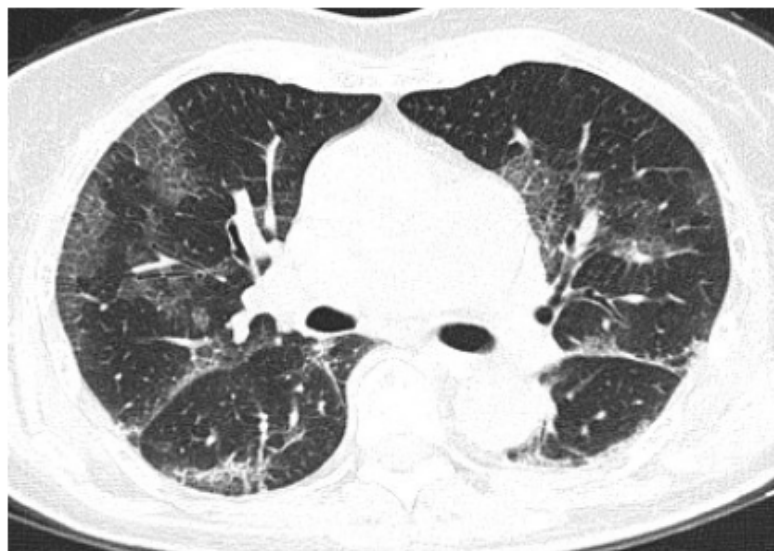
TDM thoracique : coupe axiale en FP : verre dépoli + épaissement septal = aspect en « crazy paving » bilatéral, mixte à prédominance périphérique[146]
